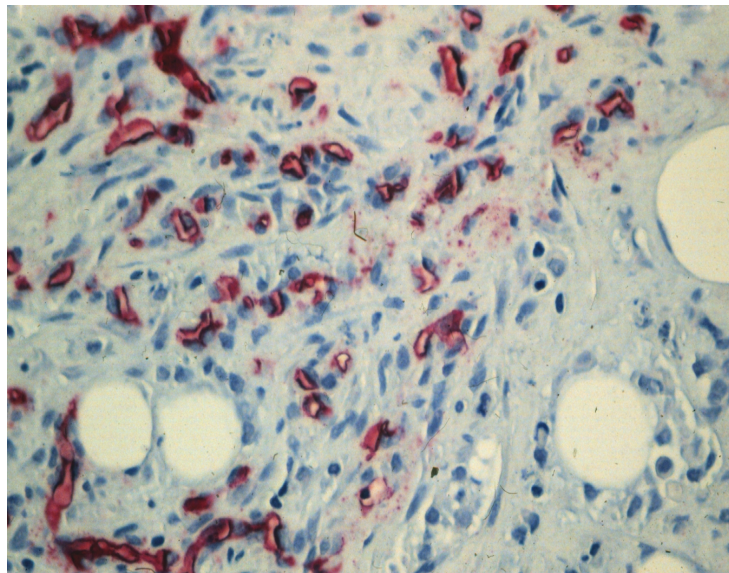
Mikroskopisches Bild (Hämatoxylin-Eosin-Färbung, HE, Vergrößerung 400x) mit CD34-Färbung der Gefäßwände (Rotfärbung) eines invasiven duktalen Mammakarzinoms pT2pN1G2, ER+ PR+. Sonographisch entsprach dieser Tumor einer Pixelklasse 3. Vergleiche die Gefäßanzahl mit der von Abbildung 23.
